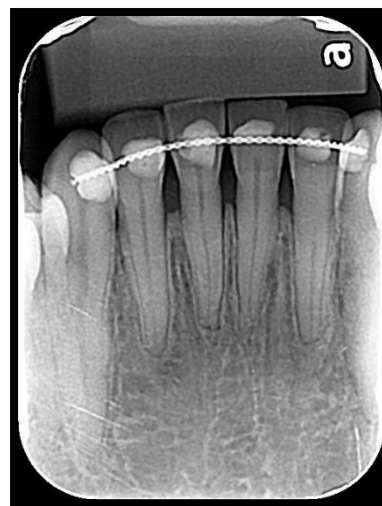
Radiografia periapical de incisivos anteriores
